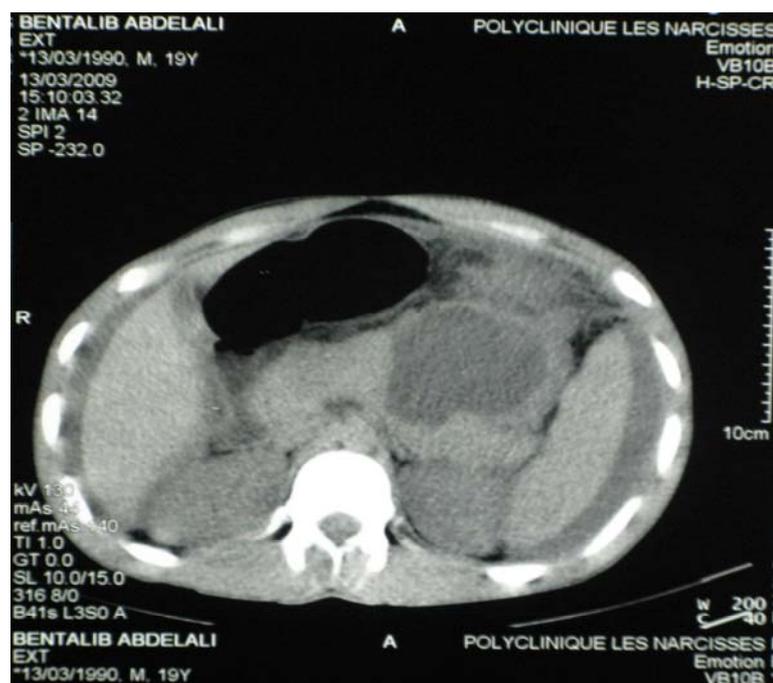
TDM abdominale montrant une collection hypodense corporéo-caudale en faveur d'une pancréatite post-traumatique.
